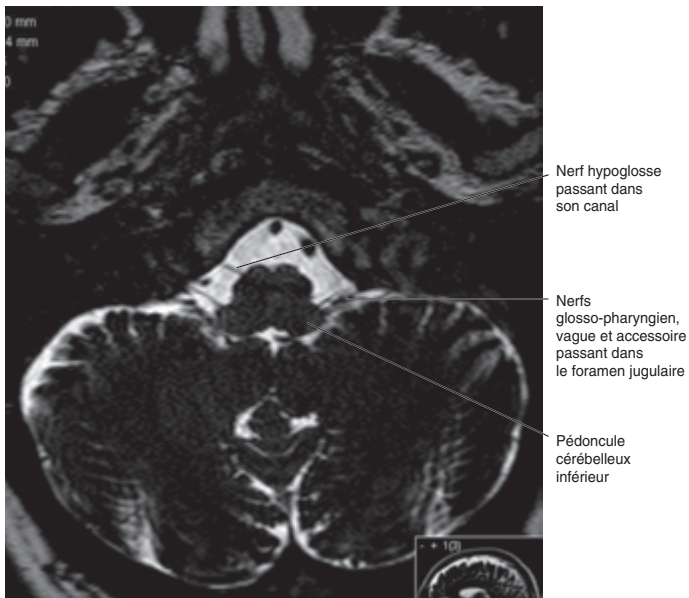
IRM, coupe transversale, pondération T2. Le faisceau des nerfs glosso-pharyngien (NC IX), vague (NC X), accessoire (NC XI). Le nerf hypoglosse (NC XII).
